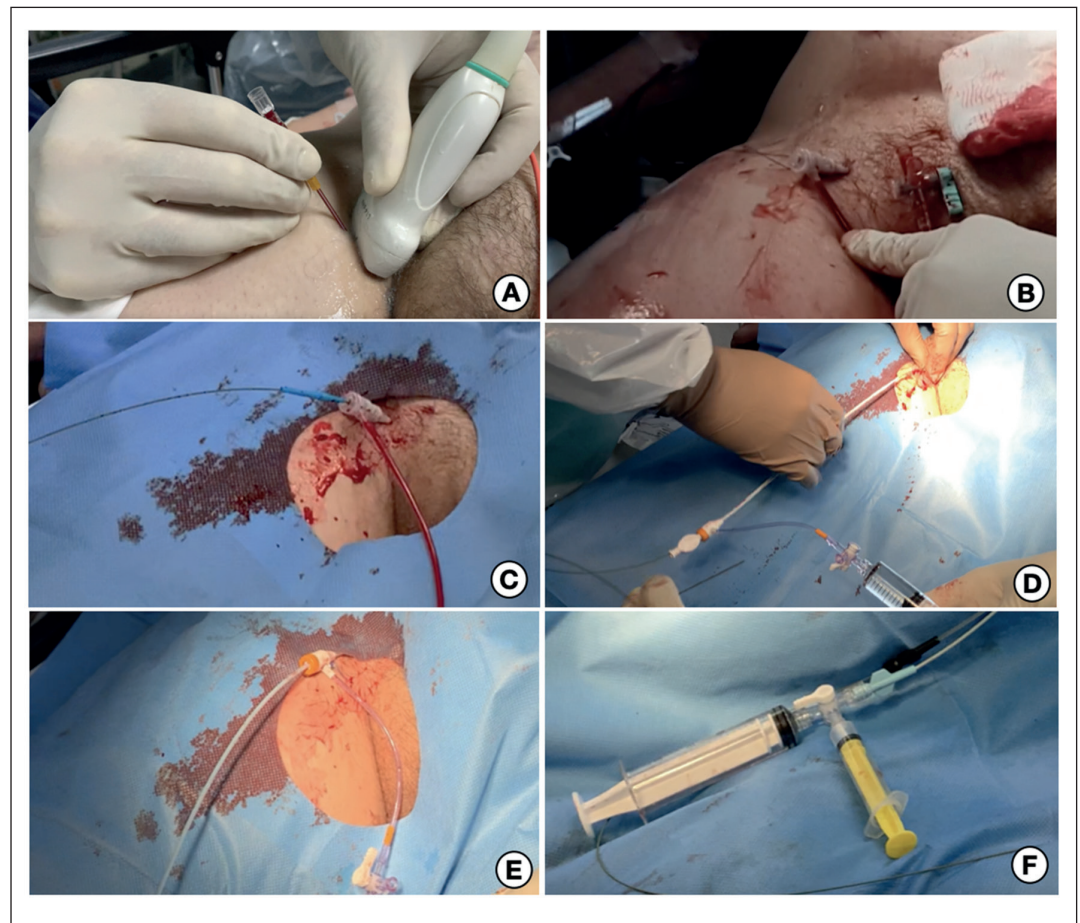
Pasos en la instalación del REBOA. A. Acceso arterial bajo ultrasonido. B. Inserción del introductor 5 French, y posteriormente evaluar respuesta a reanimación. C. Inserción de guía por acceso 5 French. D. Se retira introductor 5 French e inserta acceso 7 French. E.- Instalación de Balón. F. Sistema de oclusión con llave tres pasos.
